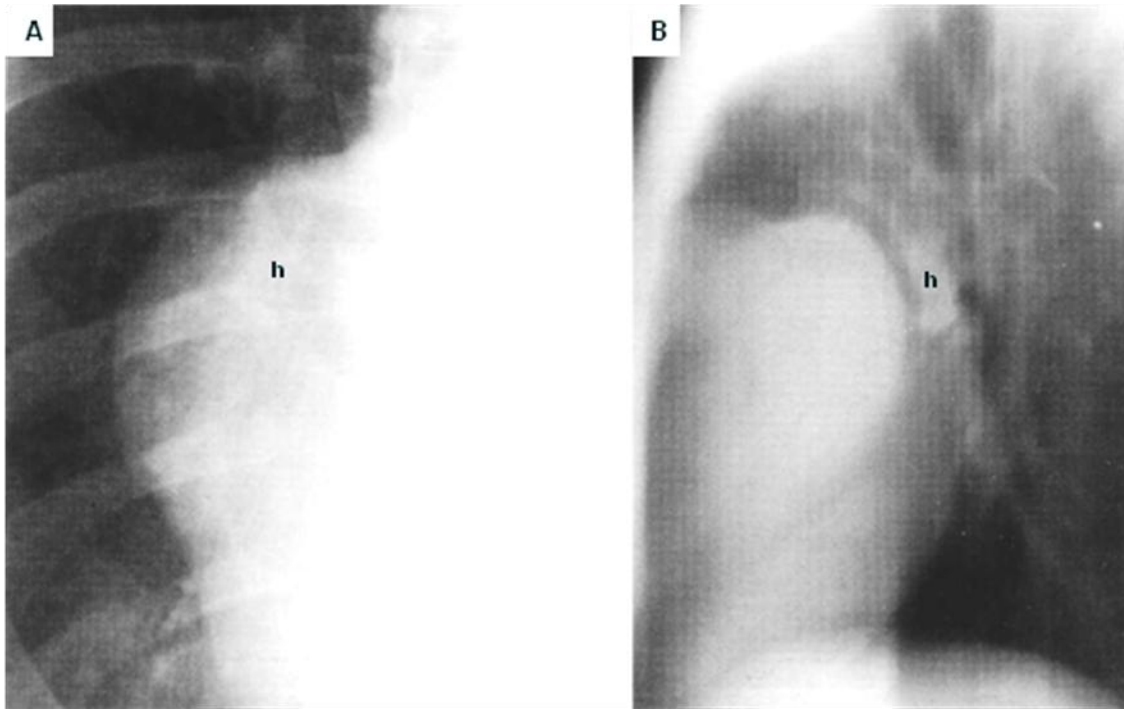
87. Radiografía frontal y lateral de tórax, paciente con timoma. A. Hay una masa que sobresale del mediastino derecho, tiene bordes nítidos y forma un ángulo obtuso lo que confirma su localización extrapulmonar. El hilio se delimita (h) por dentro de los contornos de la masa. B. La radiografía lateral confirma la localización anterior de la masa respecto al hilio (h).
